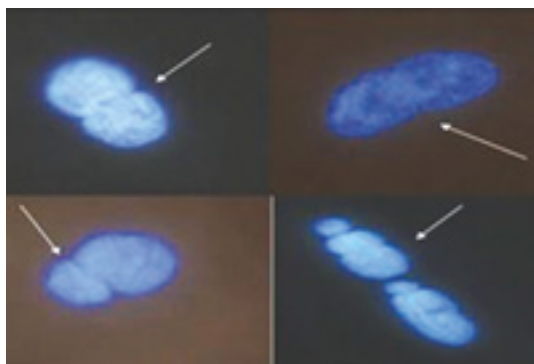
Протрузии (окр. DAPI, x1000)
